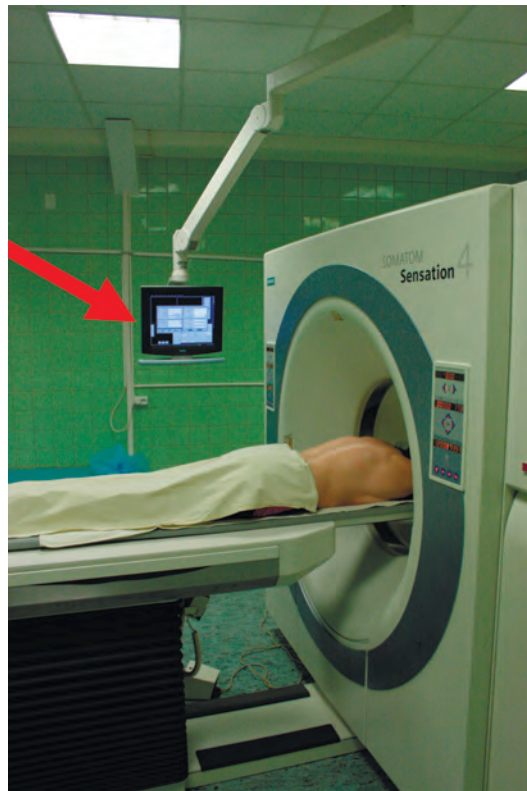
Вертебропластика под контролем КТ-скопии. Стрелкой указан дополнительный монитор, позволяющий хирургу выполнять операцию с одновременным контролем в режиме реального времени
